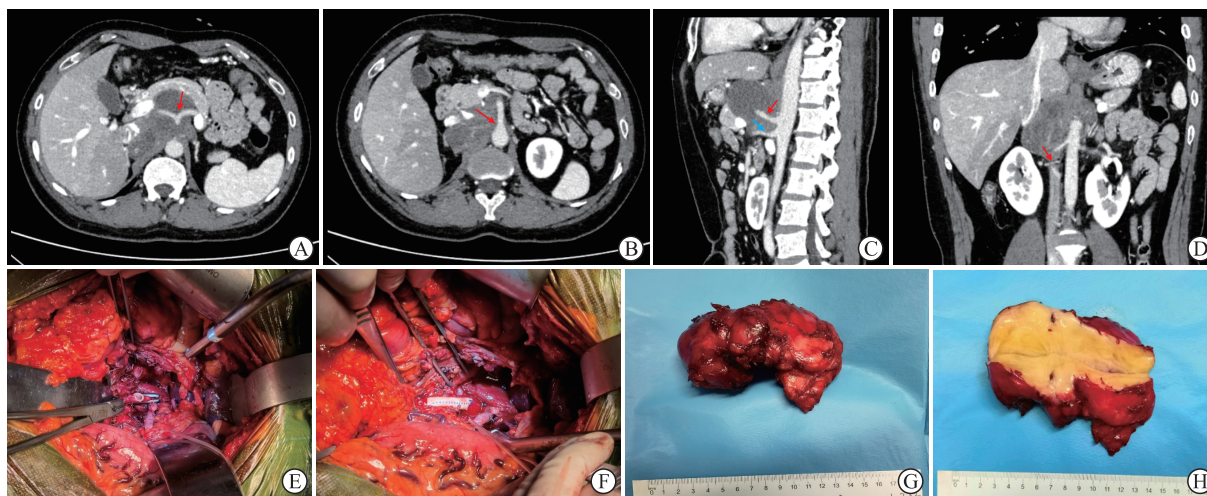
1例累及腹腔重要血管的腹膜后节细胞神经瘤的43岁男性患者术前CT影像及切除肿瘤资料
